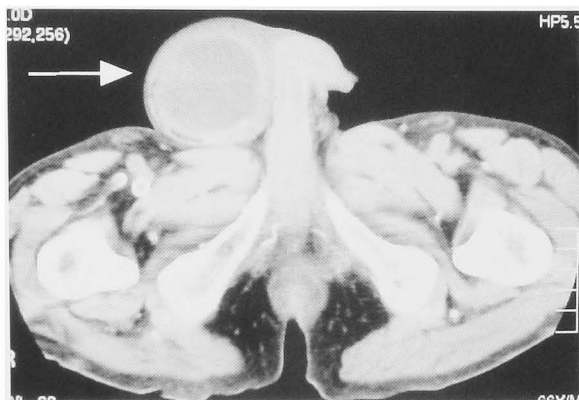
CT showed a 4cm circular lesion with relatively low density and thick wall in the right inguinal region (Arrow).
